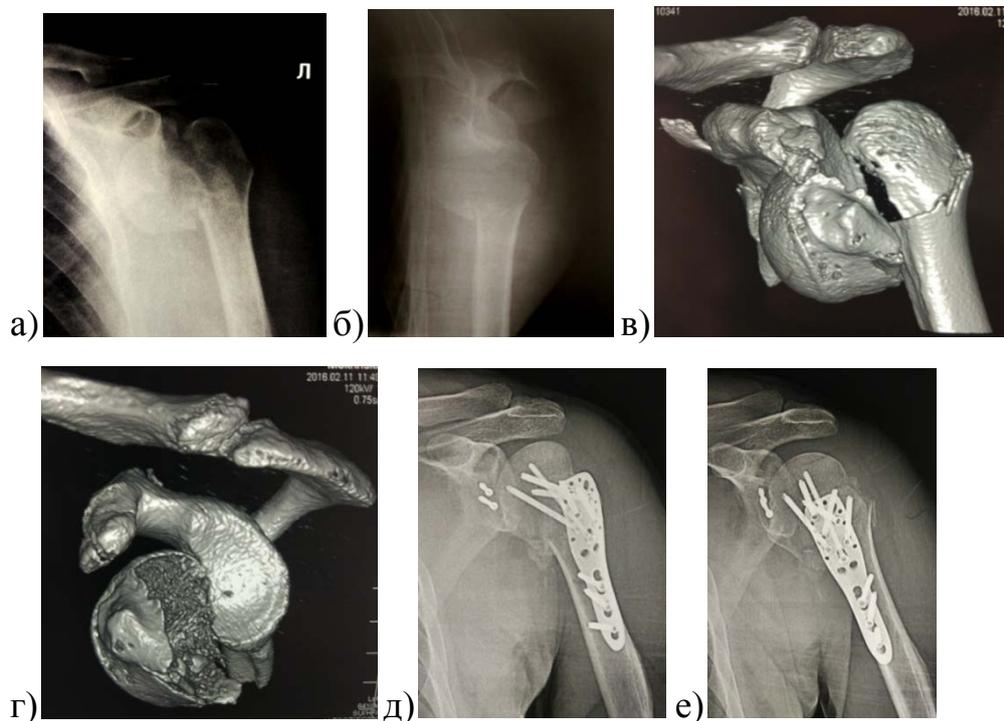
Клинический пример переломовывиха ПОПК и ближайшего результата НМОС у пациента М., 64 лет: а,б – рентгенограммы левого плечевого сустава в прямой и аксиальной проекциях после травмы; в,г – 3D модель КТ левого плечевого сустава при травме; д,е - рентгенограммы левого плечевого сустава в прямой и аксиальной проекциях после операции.
